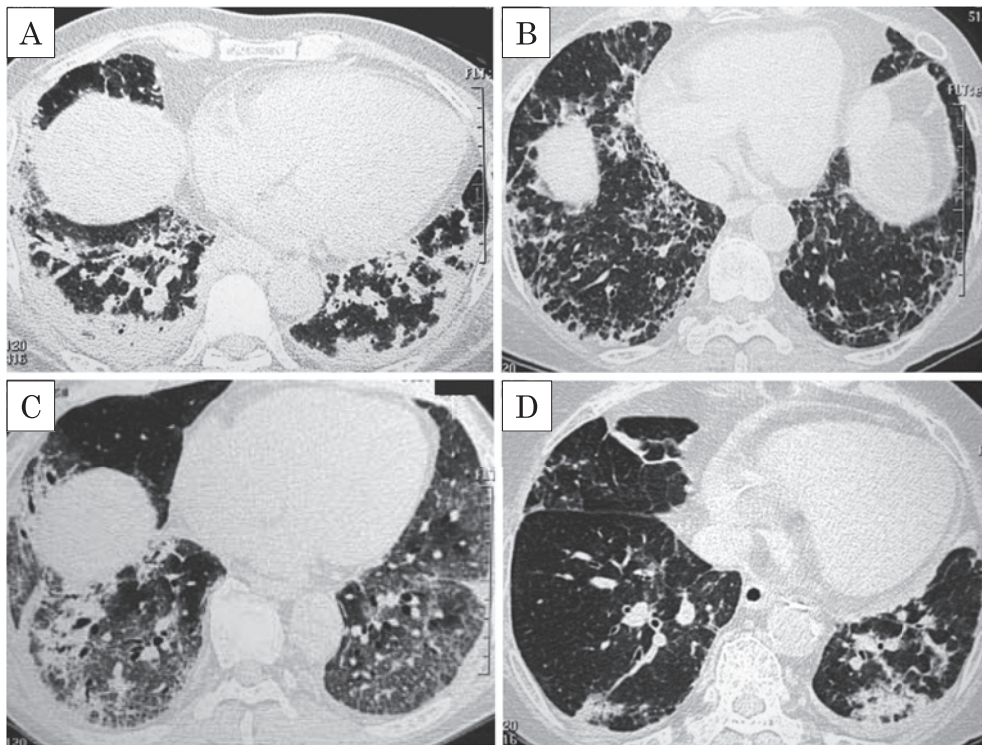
CT scans: A) case 1, B) case 2, C) case 3, and D) case 4. GGOs and/or consolidation were found mainly in the lower lobes in all cases.
